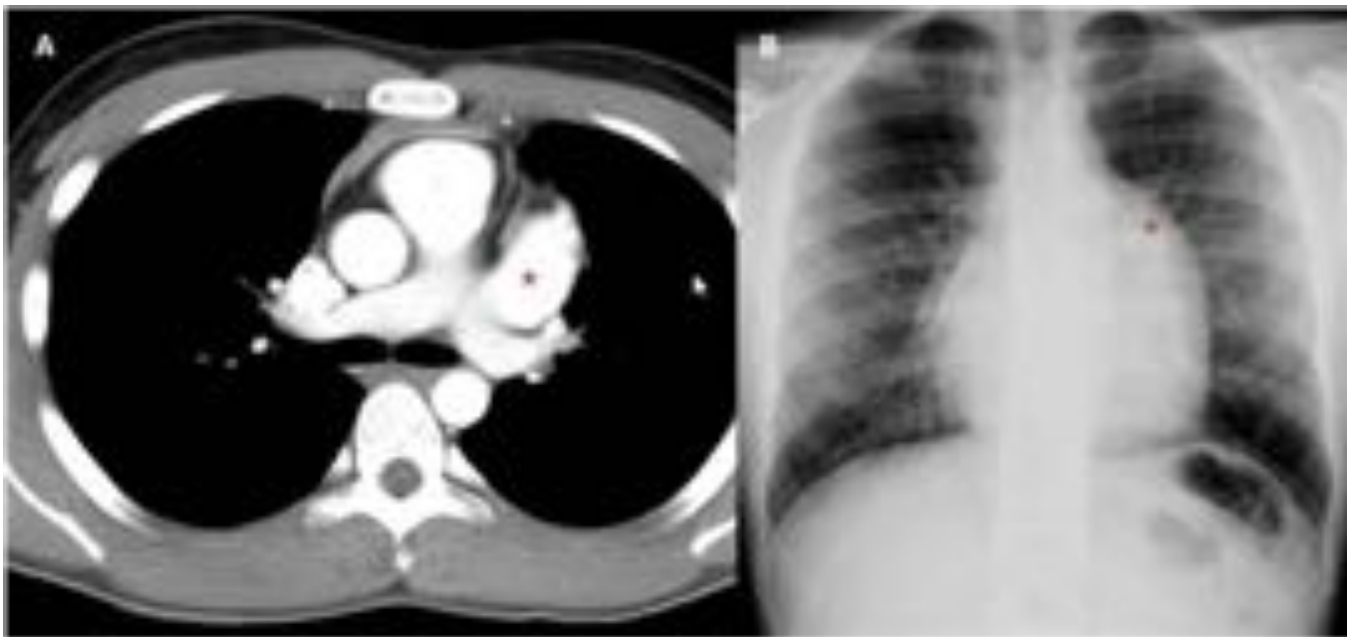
AGENESIA PARCIAL DE PERICARDIO – A) Corte axial de TC torácica con contraste endovenoso en fase arterial. B) Rx de tórax posteroanterior. Herniación de la orejuela de la aurícula derecha hacia la ventana aortopulmonar, secundaria a agenesia parcial de pericardio (estrella).
